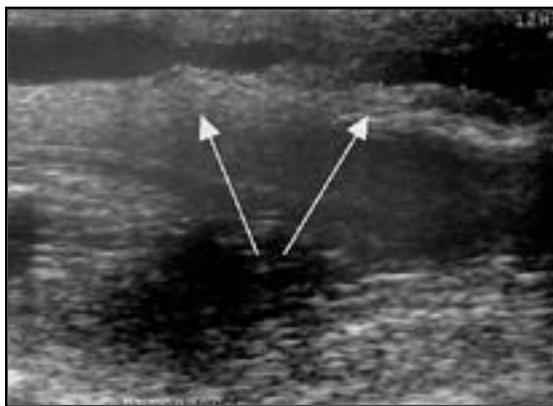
Uretra peneana vista en ecografía: estenótica e irregular
